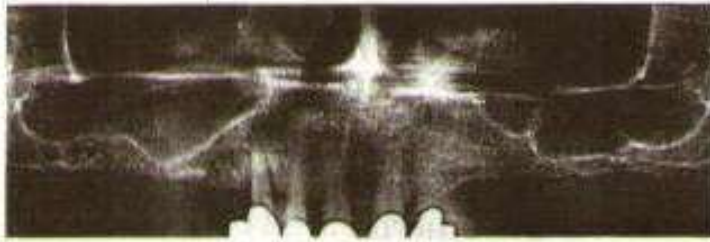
Preoperative panoramic radiograph of one patient, showing a bilateral advanced degree of atrophy of the posterior maxilla. Reprinted from Felice et al¹³ with permission. [reprint from Felice et al, *Eur J Oral Implantol* 2009;2:293-306, Fig 1]
